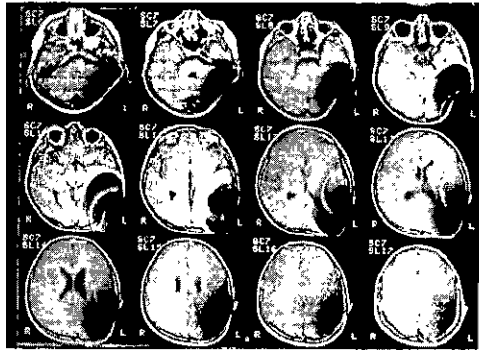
Imágenes de RM obtenidas con un escáner 1,5T (niño de 8 años).
